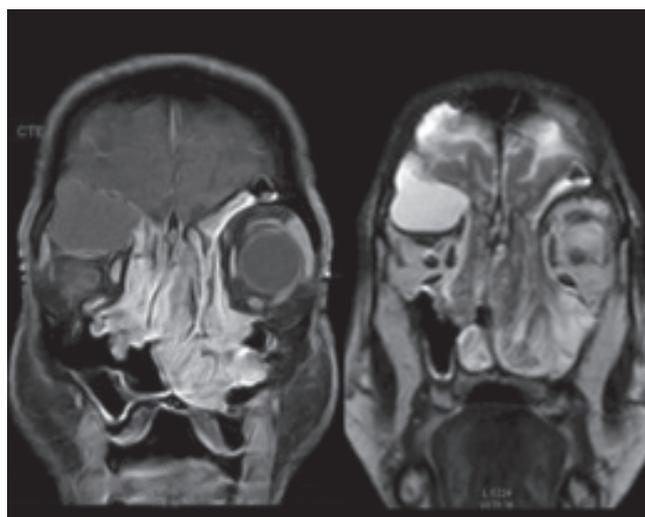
RM de senos paranasales y órbitas contrastada con gadolinio. A la izquierda, secuencia T1 contrastada que muestra el realce del tumor con el medio de contraste, lesión isointensa con realce periférico localizada en el seno frontal derecho con compromiso del techo de la órbita y desplazamiento del globo ocular; a la derecha, secuencia T2 que muestra los cambios de intensidad de la lesión del seno frontal derecho, en esta secuencia de comportamiento hiperintenso que en el contexto clínico corresponde a un mucopiocele.
